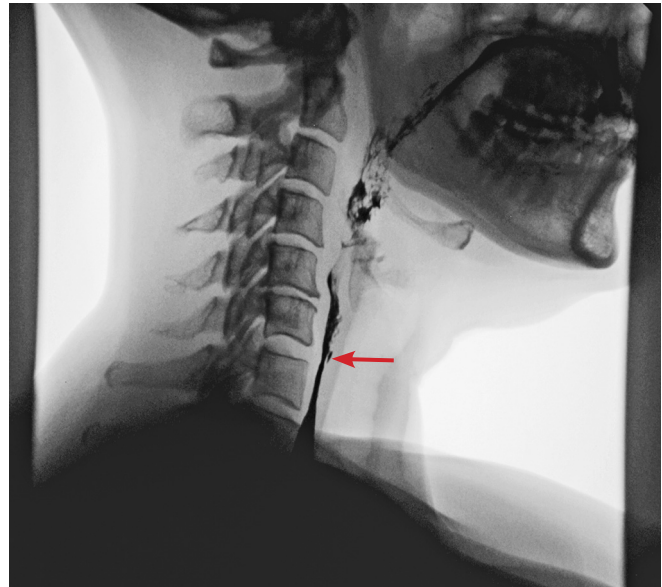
Прицельная рентгенограмма глоточно-пищеводного перехода и шейного отдела пищевода с контрастированием сульфатом бария. Боковая проекция. Визуализируется дивертикул после прохождения бариевой взвеси (указан стрелкой). Дивертикул сократился, в его полости следы контрастного средства
